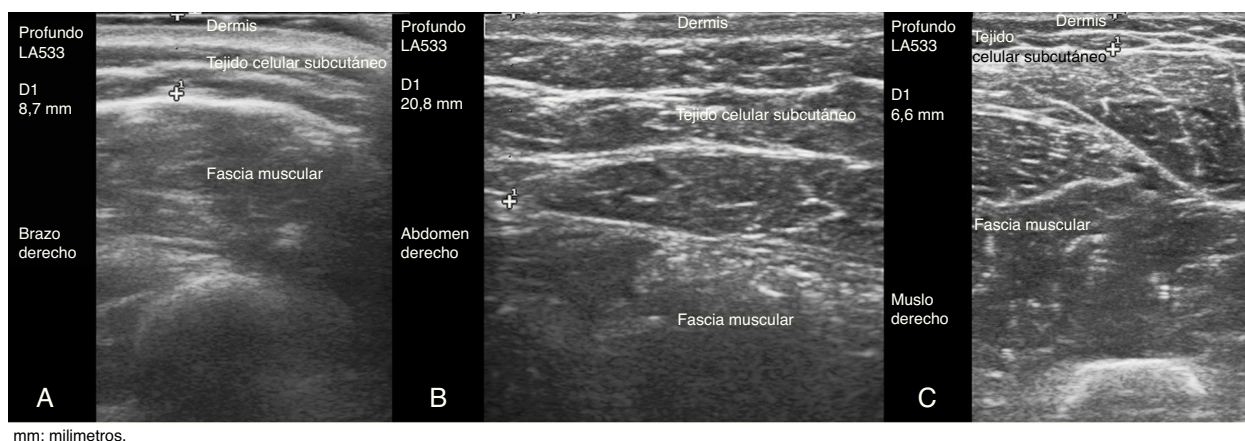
Ecografía del tejido celular subcutáneo. A) Brazo derecho. B) Abdomen derecho. C) Muslo derecho..
